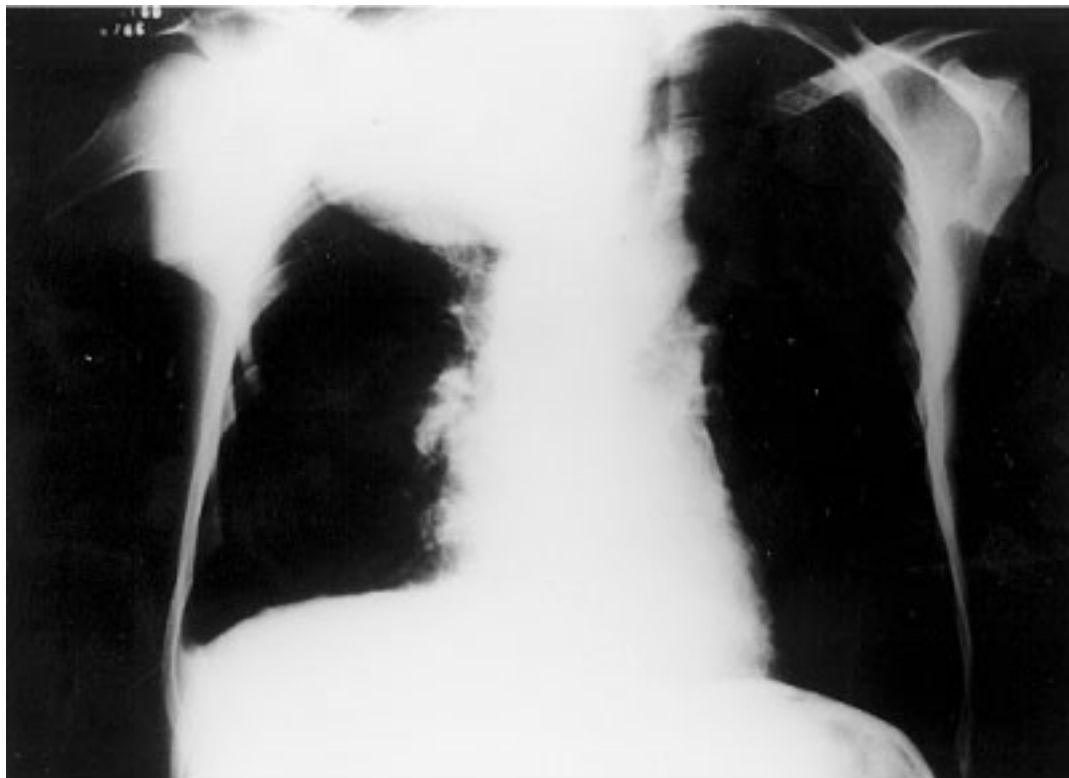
Radiografia de tórax AP
